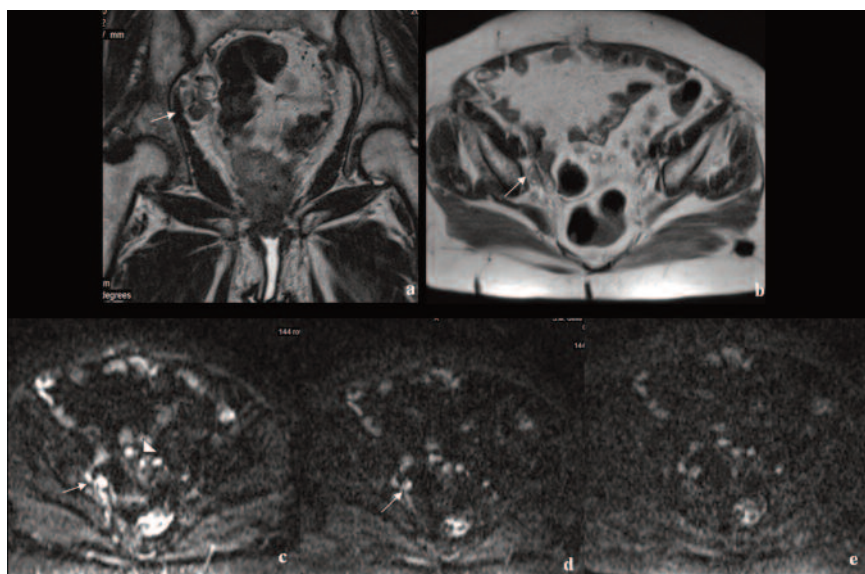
a, b, c, d, e Immagini FSE T2 acquisite sul piano coronale (a) ed assiale (b) e con sequenza DWI (b-value 40/400/800) sul piano assiale (c, d, e).
